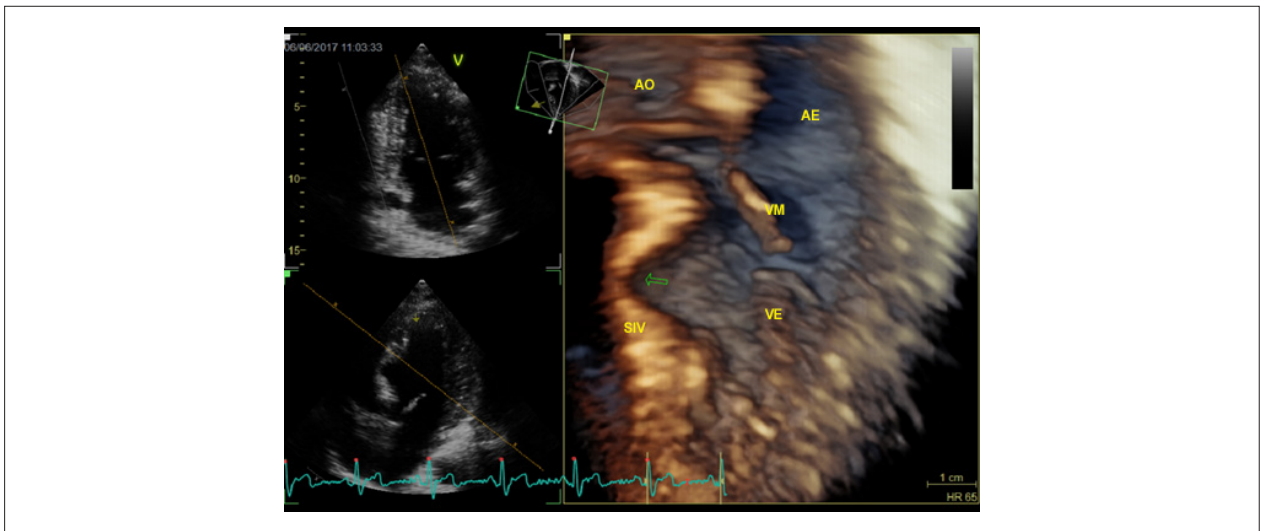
Ecocardiograma transtorácico tridimensional demonstrando aneurisma anterossseptal médio. AO: aorta; AE: átrio esquerdo; VM: valva mitral; SIV: septo interventricular; VE: ventrículo esquerdo.
